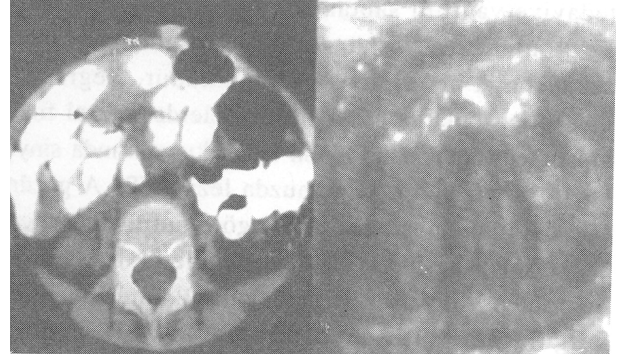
BT tetkikinde her iki sürrenal glandda ve US'de sol sürrenal glandda solid lezyonlar izleniyor (ok).
